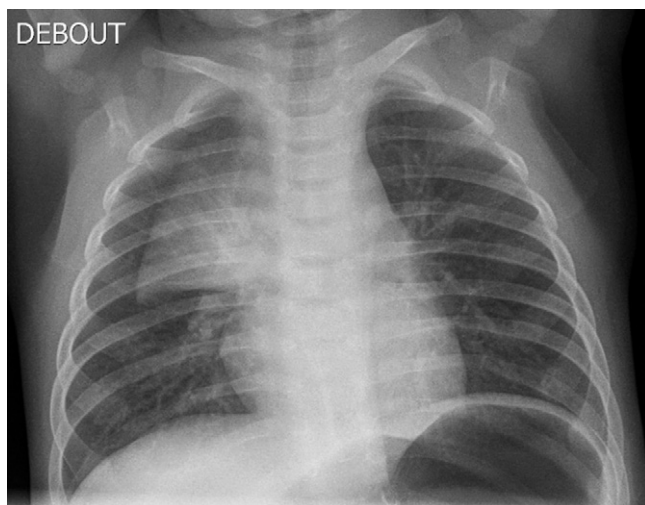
Radiographie de thorax de face.
